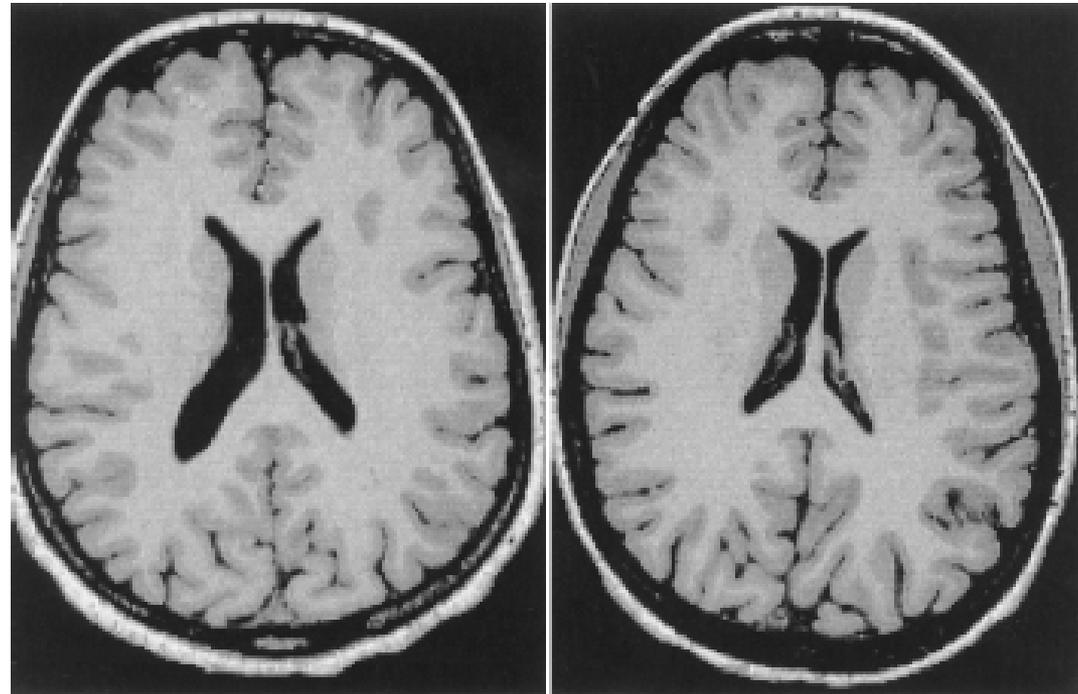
Ventriculomegaly in discordant monozygotic twins seen on T₂-weighted MRI scans. Healthy twin (left) compared with twin with schizophrenia (right). With permission of Dr M. Picchioni.
